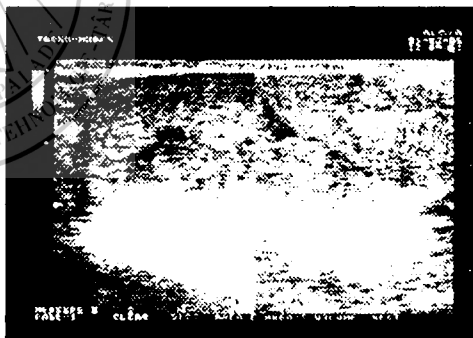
Fibroadenom mamar gigant, sarcina (ecografie)
